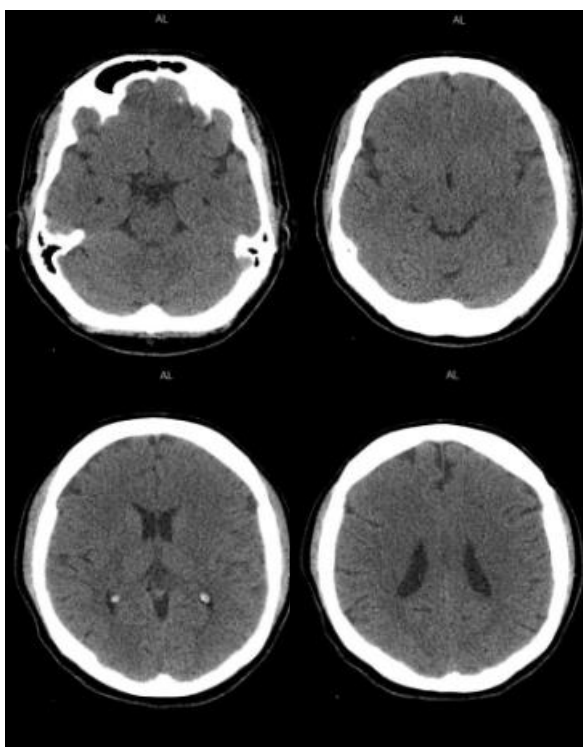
Segundo exame de TC de crânio.
